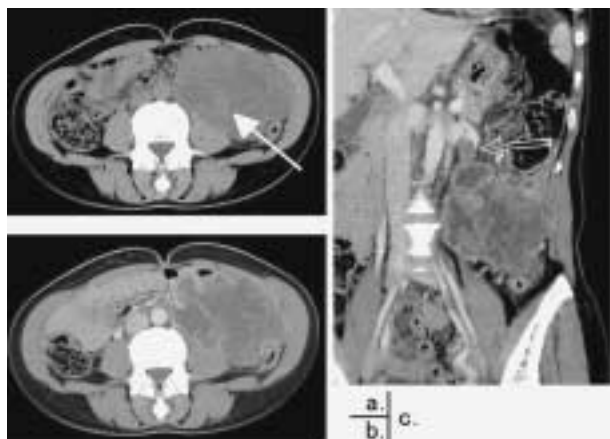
Retroperitoneal leiomyosarcoma: (a) Axial non-contrast CT shows a mass adjacent to the left kidney that displaces the descending colon laterally. Note high density spot is seen that suggest intra-tumoral hemorrhage (arrow). (b) Axial post-contrast enhanced CT reveals heterogeneous enhancement with central non-enhancing area that suggest necrosis. (c) Coronal post-contrast enhanced CT shows intra-luminal tumor thrombus in the left gonadal vein (open arrow).
